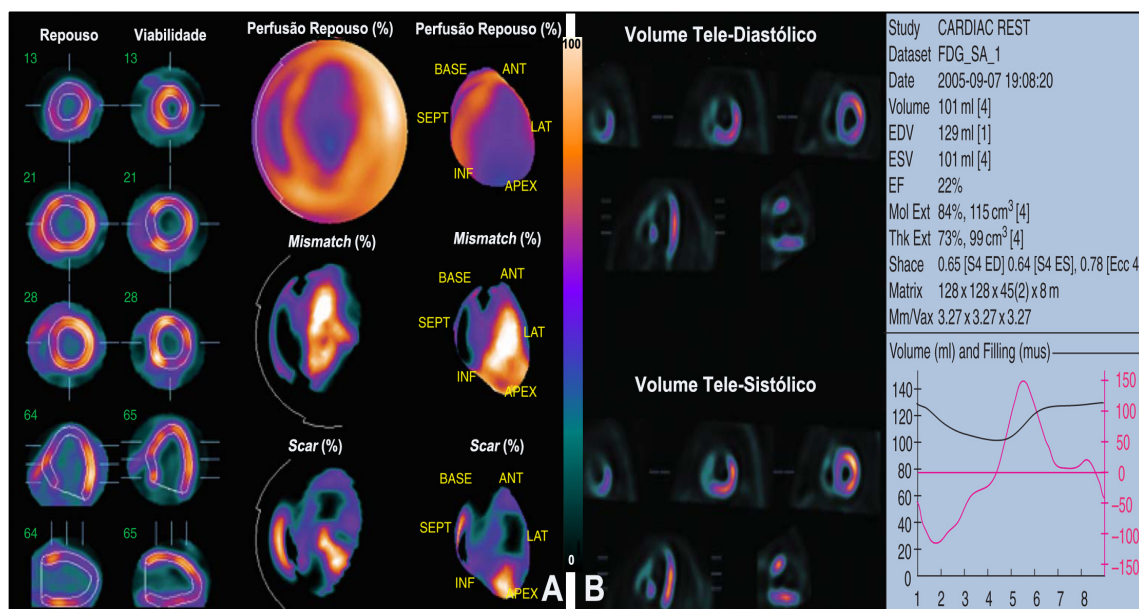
A – Quantificação da magnitude da viabilidade miocárdica e *cicatriz* (“scar”) através da análise de perfis circunferenciais. B – Imagens do VTD e VTS por Gated-PET com ^{18}F -FDG, e respectivas curvas de volume. Adaptado de³⁰.
